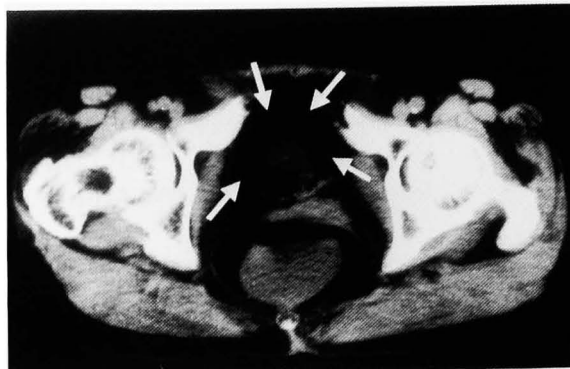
CT scan shows broad zone of air in the bladder wall (black arrowhead).
